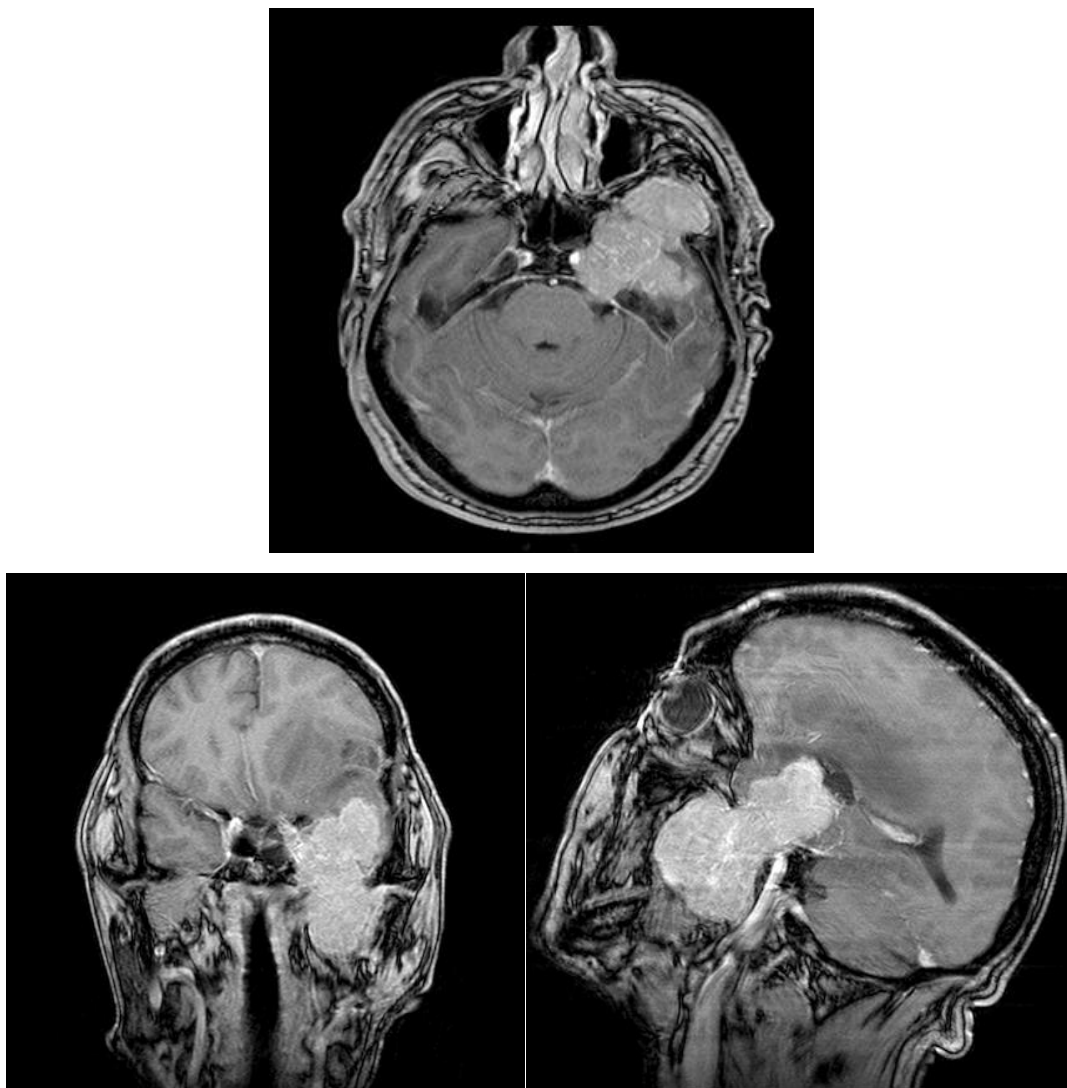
Магнитно-резонансные томограммы головного мозга с контрастным усилением пациента Г. перед операцией (А - в аксиальной, Б - фронтальной и В - сагиттальной проекциях)
